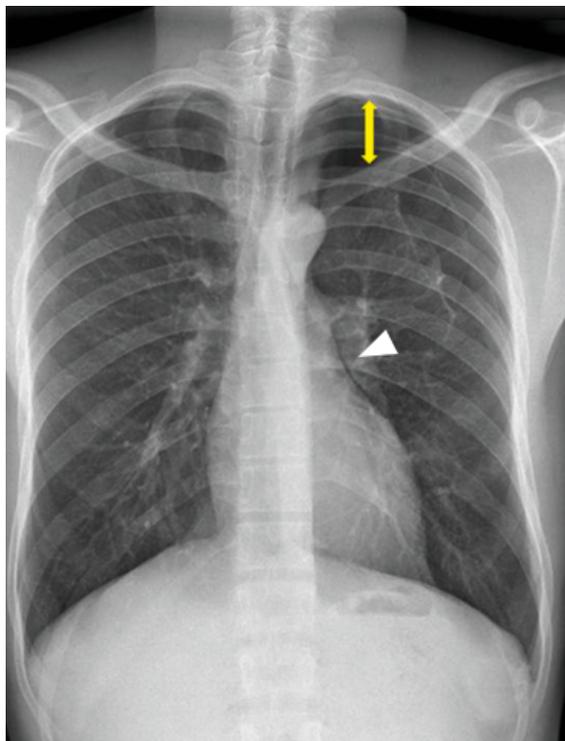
Radiographie thoracique montrant un pneumothorax spontané primaire gauche (double flèche jaune) chez un homme de 20 ans qui fume un paquet de cigarettes par jour depuis 4 ans. Le contour du cœur au niveau crânial gauche ressort plus nettement en raison de l'air dans la cavité pleurale (pointe de flèche blanche).
